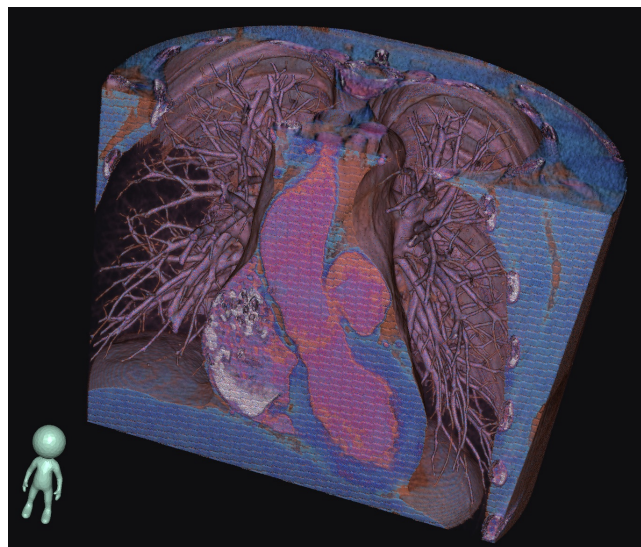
Пример серии компьютерной томографии сердца с вариабельным качеством изображения и степенью контрастирования, характерными для клинической практики. (ЛЖ справа снизу, ПП слева)
